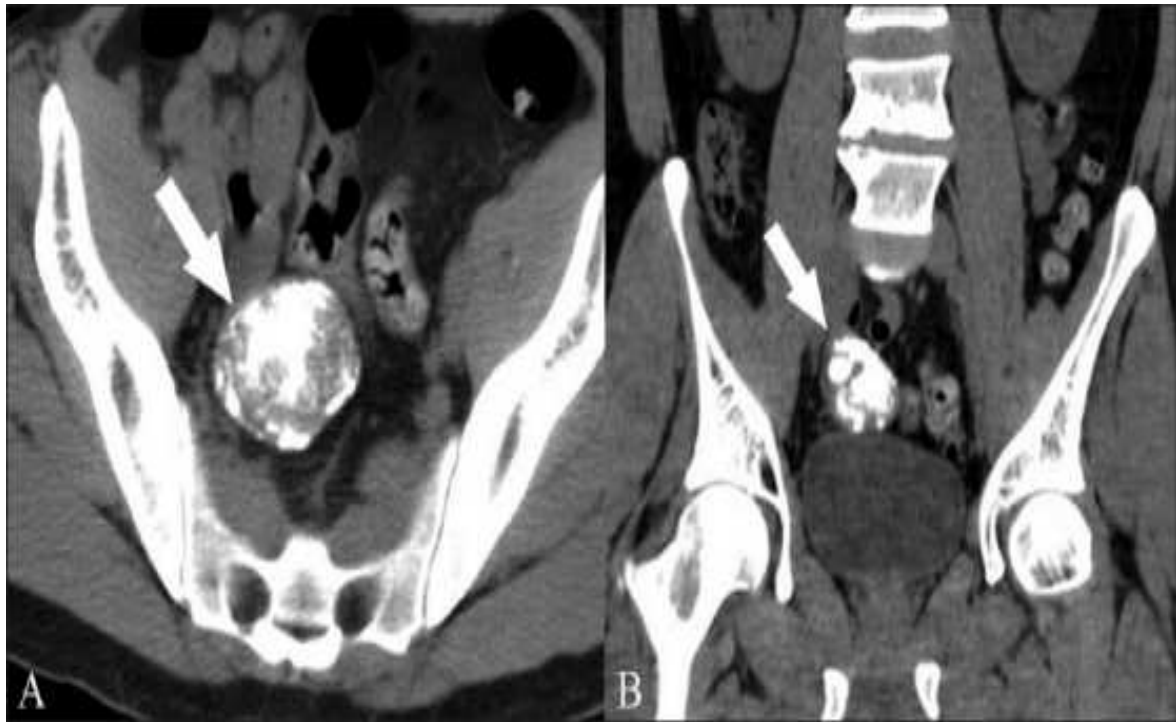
TDM abdominopelvienne sans injection de produit de contraste montrant une masse pelvienne (flèche) de 5 cm, densément calcifiés [41].
